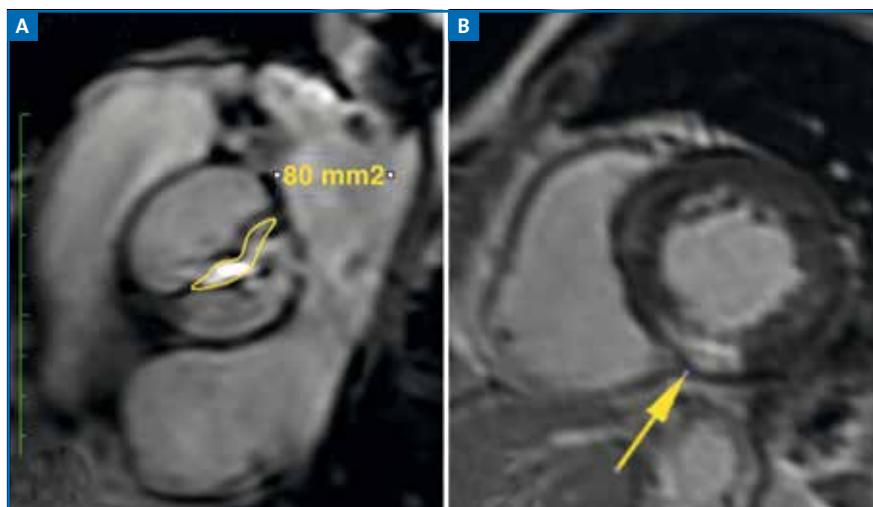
Homme de 63 ans, IRM. A: planimétrie de 0,8 cm<sup>2</sup>, la bicuspidie est bien mise en évidence; B: rehaussement tardif, prise de contraste myocardique.
